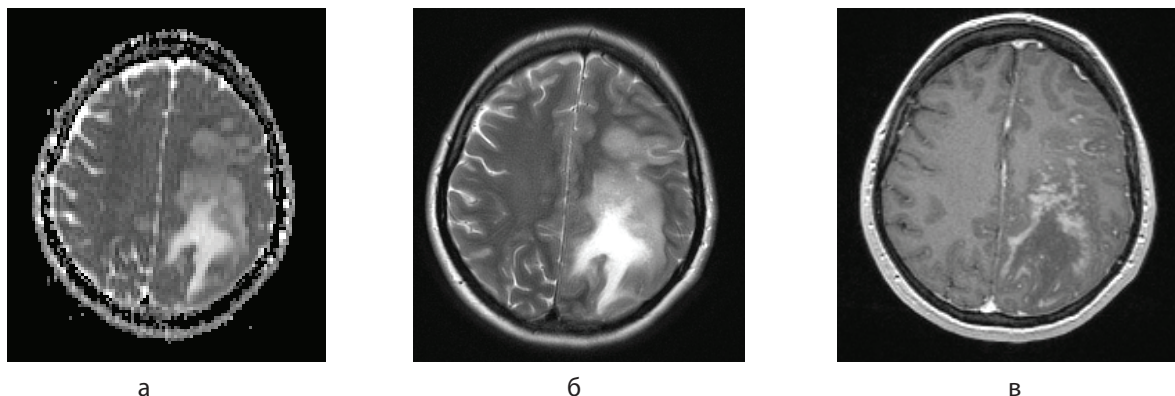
МРТ головного мозга больной Я., 38 лет. Туберкулез головного мозга.
